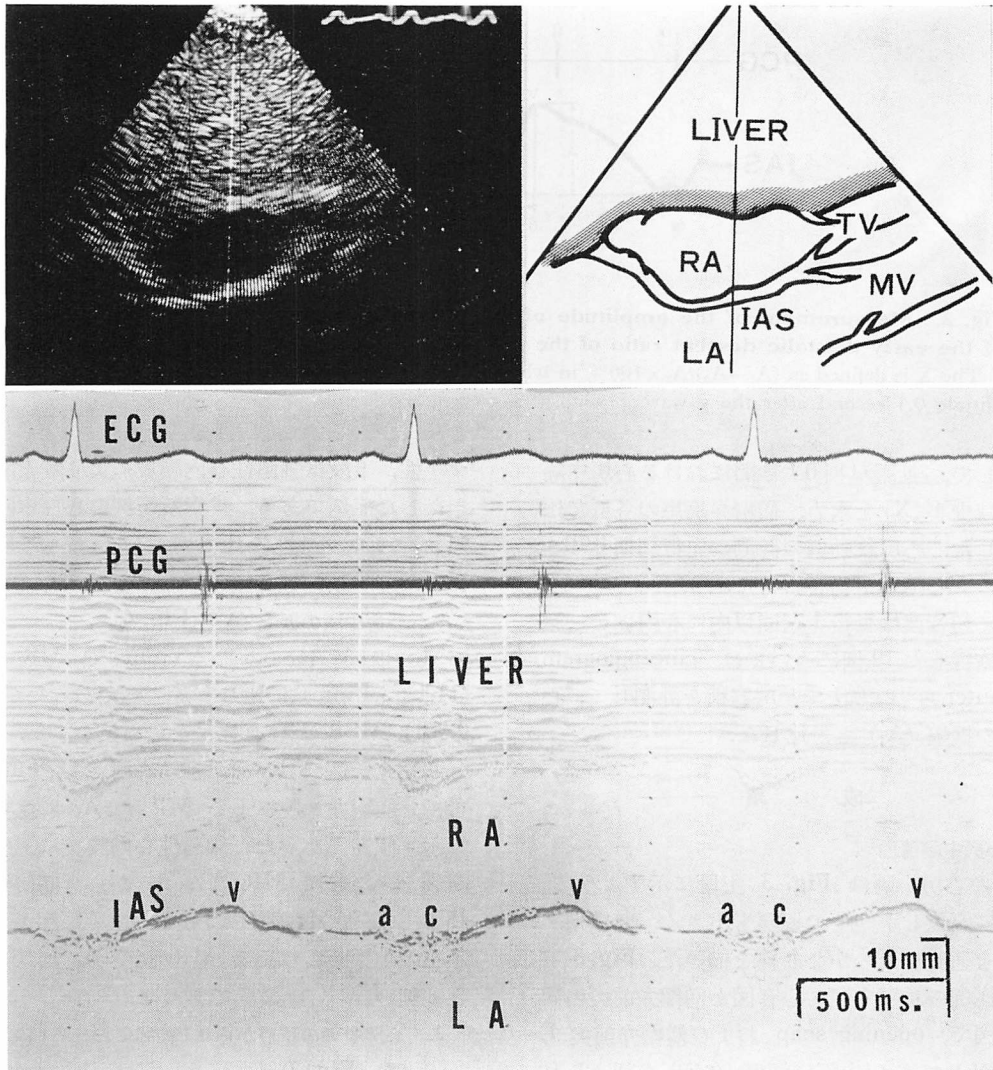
Echocardiogram from a normal subject.
